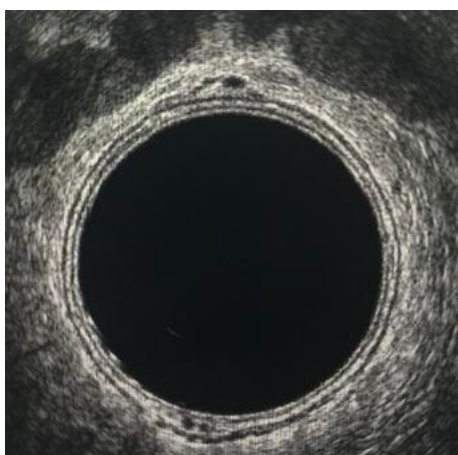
Aspetto ecografico regolare della parete rettale a livello del suo terzo inferiore.
